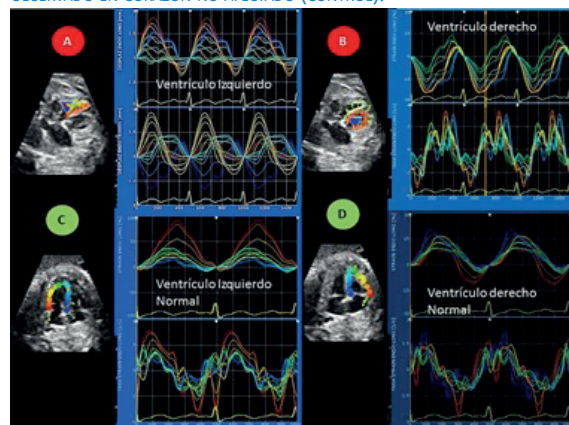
CURVAS DE DEFORMACIÓN Y SU RESPECTIVA TASA DE DEFORMACIÓN (STRAIN Y STRAIN RATE) DE AMBOS VENTRÍCULOS DEL CASO CON LA MIOCARDIOPATÍA NO COMPACTADA (CÍRCULOS ROJOS A Y B), CON EVIDENTES DIFERENCIAS SI SE LAS COMPARA CON CASO CONTROL NORMAL (C Y D, CÍRCULOS VERDES) DE LA MISMA EDAD GESTACIONAL (31 SEMANAS). LOS PATRONES REGIONALES DE DEFORMACIÓN MIOCÁRDICA FUERON COMPLETAMENTE DIFERENTES EN EL VENTRÍCULO DERECHO DEL CASO CON RESPECTO AL OBSERVADO EN CORAZÓN NO AFECTADO (CONTROL).
